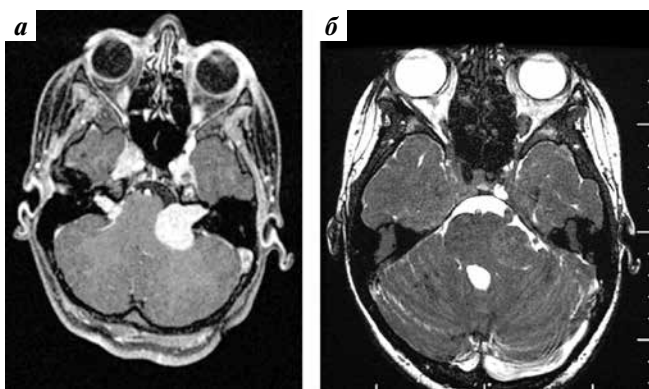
Магнитно-резонансная томография в режиме T1 с контрастным усилением (а) и режиме T2 (б) перед облучением
